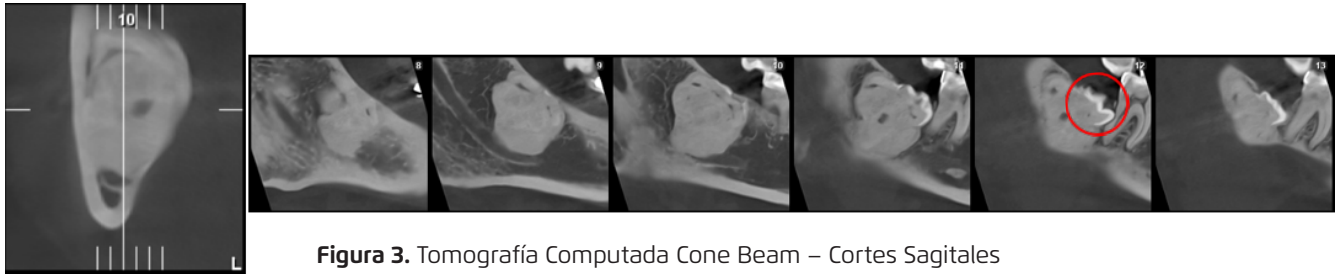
Tomografía Computada Cone Beam – Cortes Sagitales
